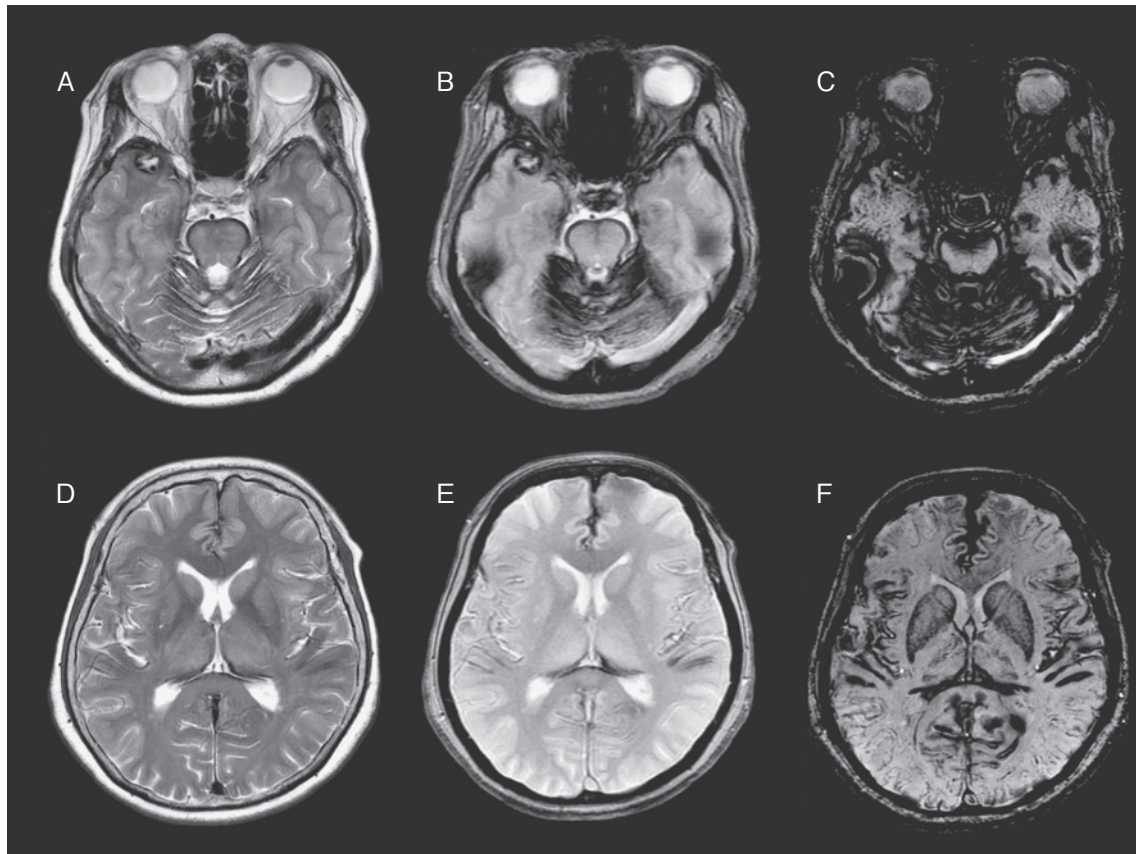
MRI of a 66 year-old woman with hearing loss and cerebellar ataxia for 12 years. T₂ weighted image (A, D), T₂* weighted image (B, E) and susceptibility weighted image (C, F).
